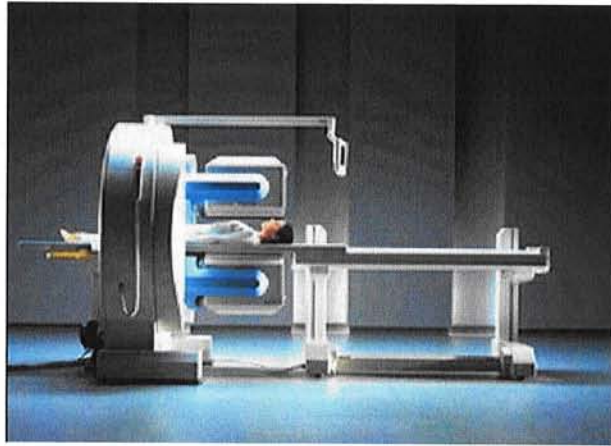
Exemplo de câmara PET/SPECT.
